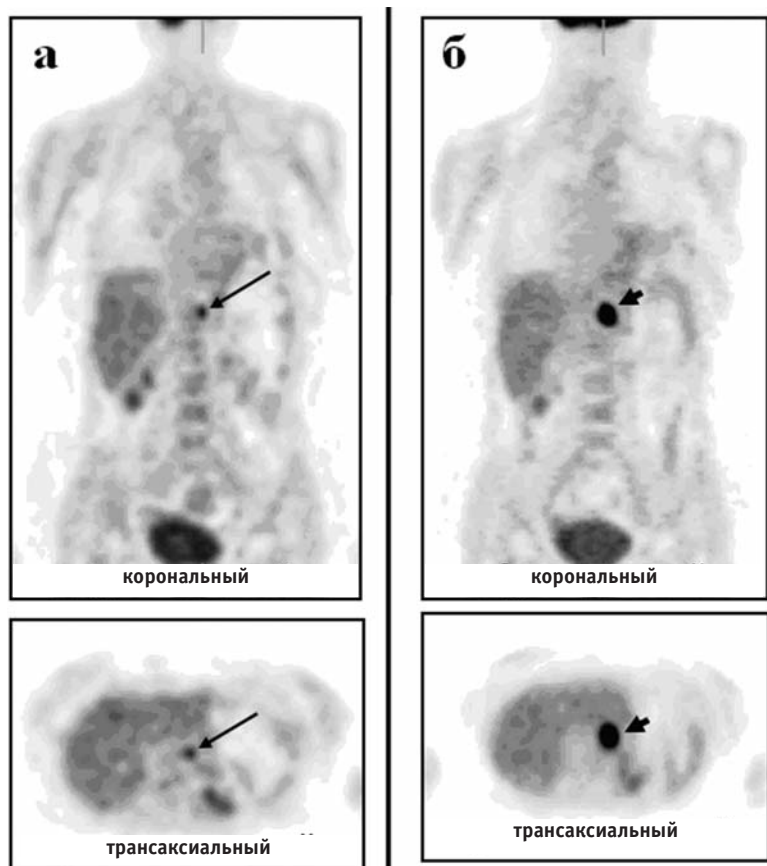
Пример ранней диагностики солитарного метастаза рака легкого при ПЭТ. Больная К., состояние после верхней лобэктомии по поводу периферического рака верхней доли левого легкого, T₁N₀M₀, IA ст. Через 1,8 года после первичного лечения при ПЭТ (а — корональный и трансаксиальный срезы) выявлено солитарное метастатическое поражение левого надпочечника (длинная стрелка), которое, тем не менее, осталось не распознанным при последующем прицельном выполнении РКТ. Лечение не проводилось. Через шесть месяцев после первоначального обследования при повторной ПЭТ (б — корональный и трансаксиальный срезы) определяется отрицательная динамика — увеличение метаболической активности и размера метастаза в левом надпочечнике, который по-прежнему оставался единственным (короткие стрелки). Результаты повторной РКТ (в) подтвердили данные ПЭТ (белая стрелка). Произведена адреналэктомия
